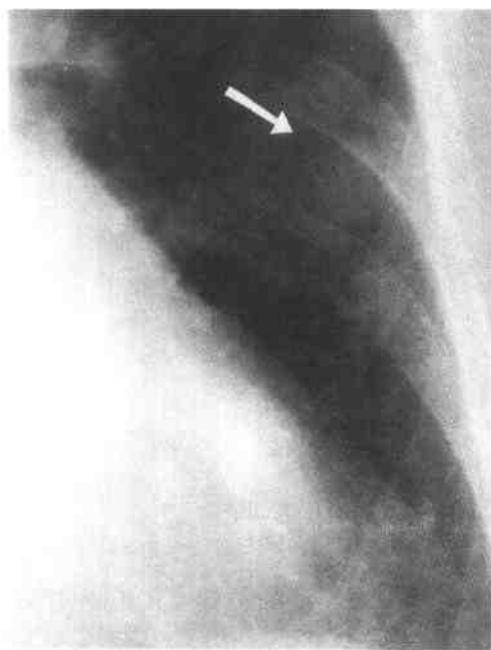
早期肺非典型类癌 X线示左中肺野直径2.5cm淡的结节影
